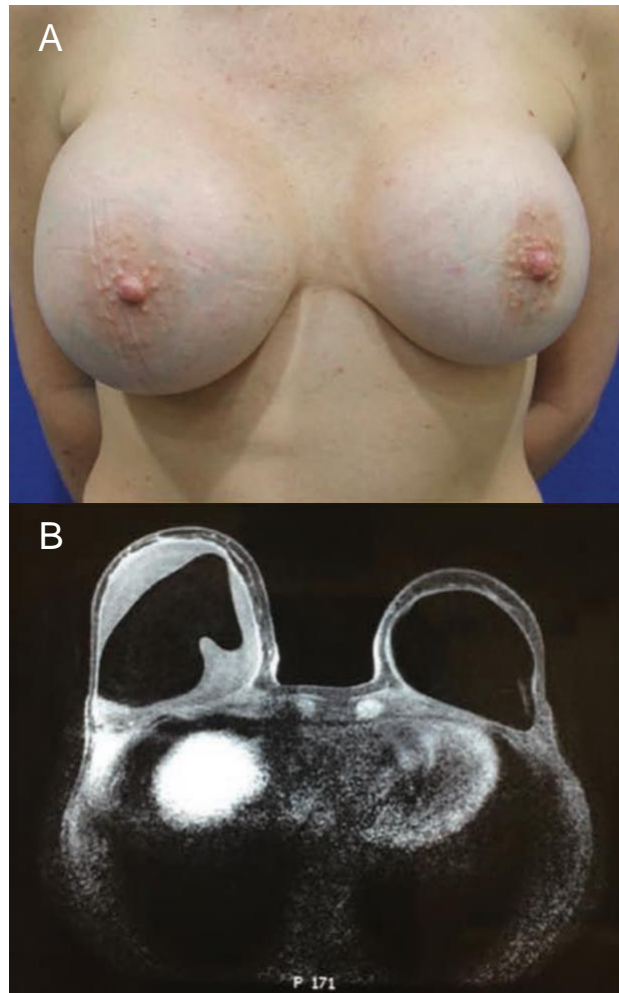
Seroma. (A) Presentación clínica de una mujer de 39 años con seroma unilateral después de un aumento estético 8 años antes. (B) Aspecto en la RMN que muestra un gran seroma y la cubierta del implante intacta. Extraído de Quesada AE, et al. ⁽⁴⁹⁾
